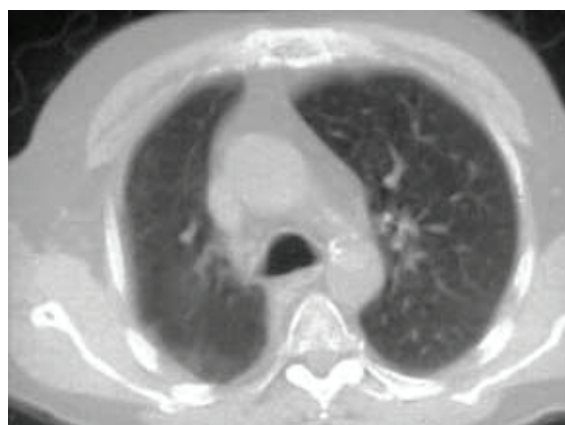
Компьютерная томограмма больного С., 43 лет. Пециломикоз легких. Симптом «матового стекла» в субплевральных зонах легких.
